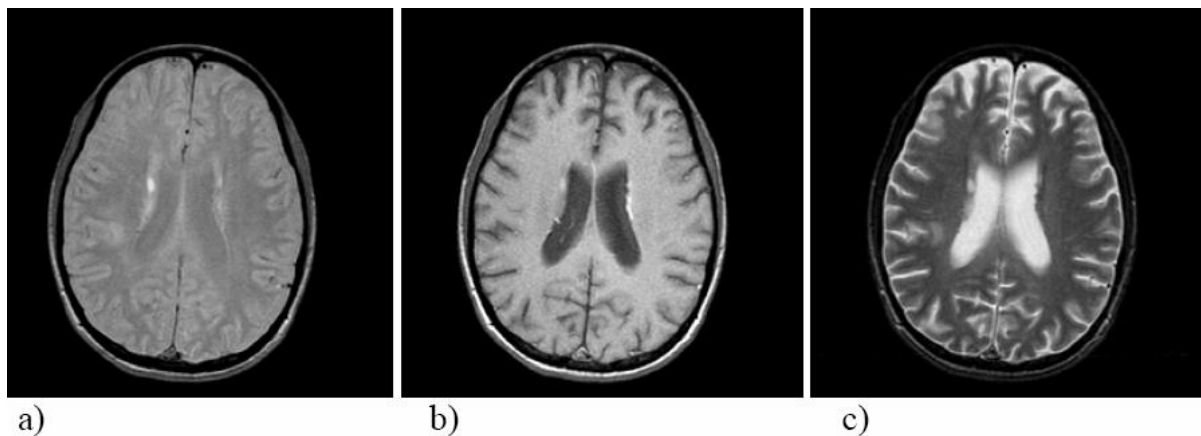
Comparação entre imagens de RM obtida através de contraste. Em a) densidade protônica; b) T1 e c) T2(modificado – Gould, 2008).
